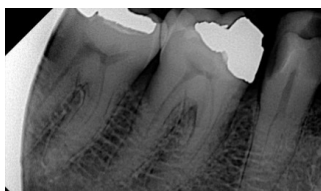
Röntgenologische Ausgangsaufnahme
